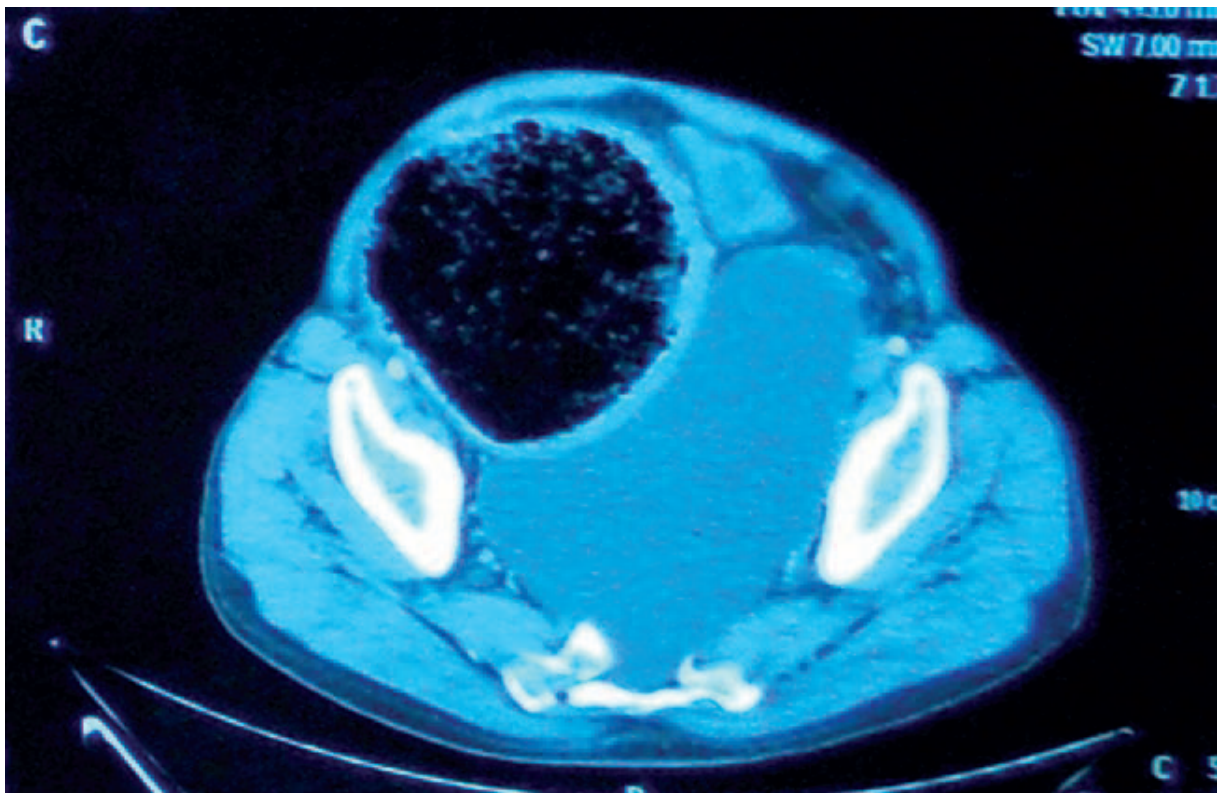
Coupe axiale d'une TDM abdominal montrant l'anomalie sacrée, masse pré-sacrée de 17/18/19 cm. Le côlon sigmoïde adjacent est comprimé d'où la dilatation importante d'amont.
